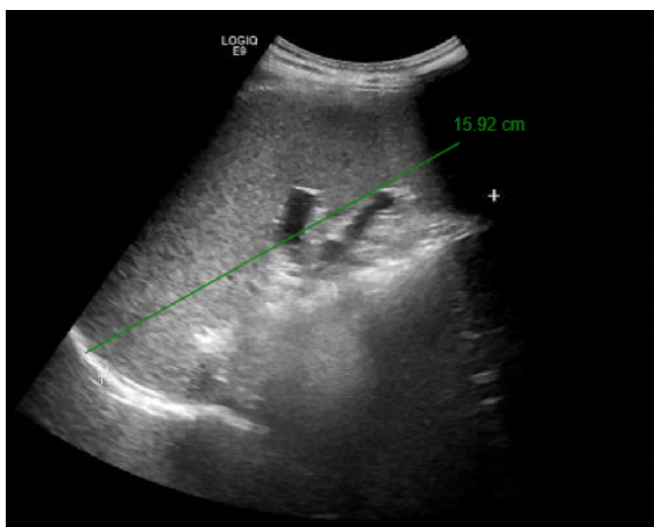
Imagen de ecografía que muestra esplenomegalia de 18 cms de eje anteroposterior como signo más relevante de hipertensión portal.
